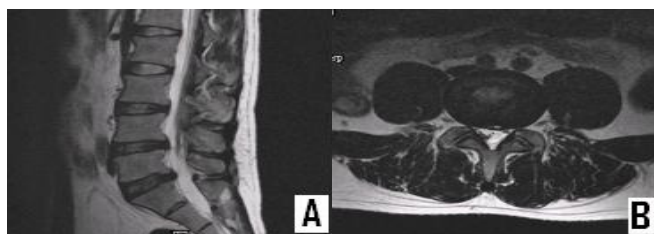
Sagittal(A) and axial(B) T₂ weighted MRI obtained 22 months after the patient's presentation showing regression of disc extrusion at the L₄₋₅ but disc degeneration in L₃₋₄, L₄₋₅, L_{5-S1}.
